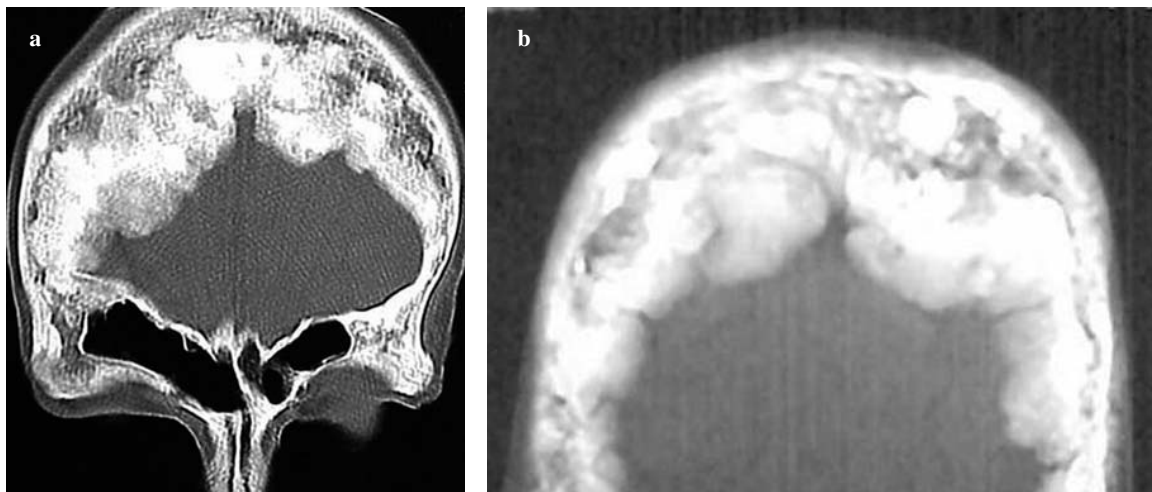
Coronal computed tomography (CT) scan (a). Pagetoid fibrous dysplasia with frontal-zygomatic location. Affected bones appear enlarged and broadly replaced by small areas of heterogeneously hypodense tissue containing coalescing nuclei of marked hyperdensity due to irregular ossification within the osteoid matrix. Axial CT scan of the frontal bone (b) shows areas of osteosclerosis in correspondence with the zone of transition with healthy tissue.
